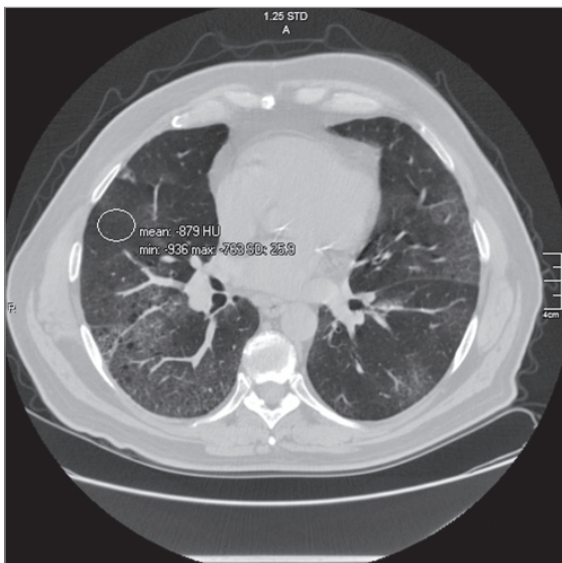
Аксиальный срез КТ ниже уровня бифуркации трахеи больного К. от 05.05.2021 (на 5-й день заболевания) с денситометрическими показателями
